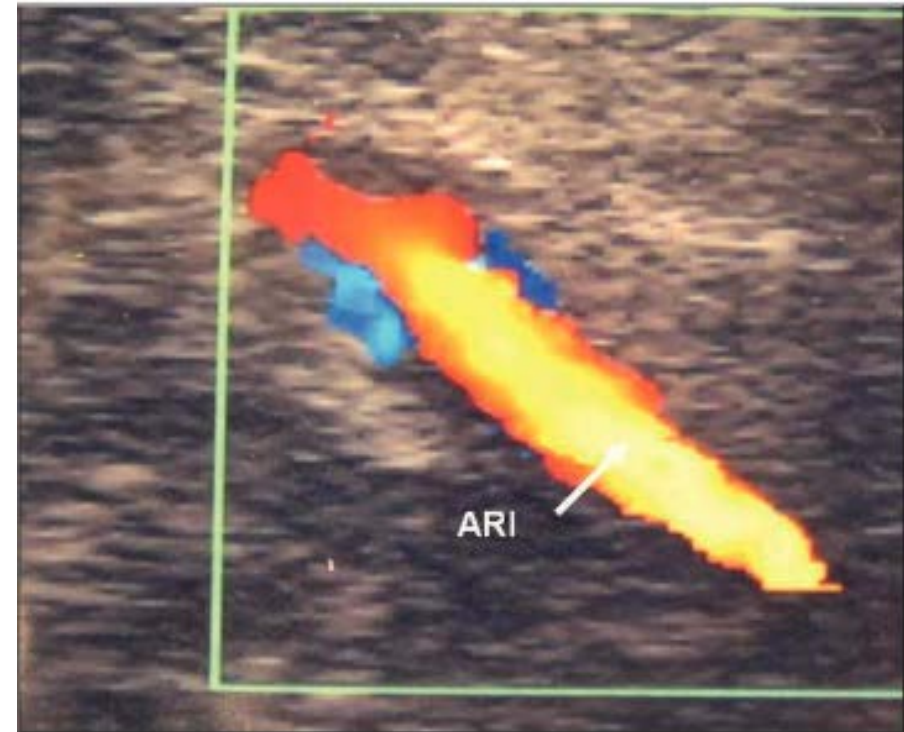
Ecografía Doppler en color. Se evidencia un vaso único en el bilio renal que corresponde a la arteria renal izquierda (ARI).
